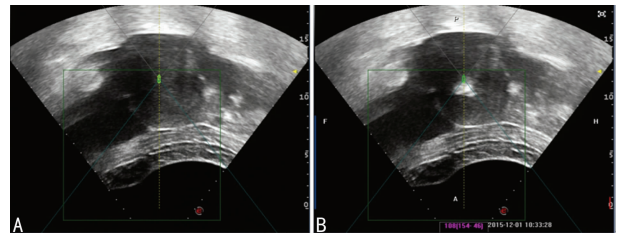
为治疗前超声图像;B:为术中出现团状强回声(团块状灰度)图像。
